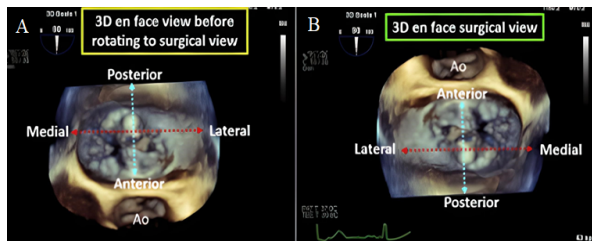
Ecocardiografa transesofgica tridimensional
